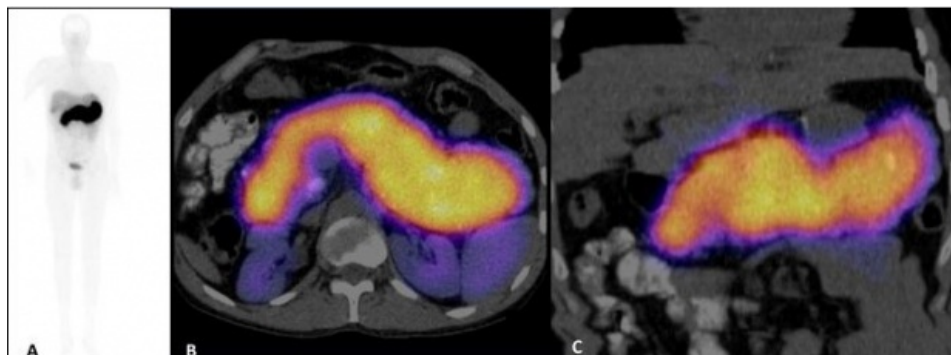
Rastreo de cuerpo entero en proyección anterior (A) y SPECT/CT ^{99m}Tc -HYNIC-Octreotido. (B) Fusión axial y (C) Fusión coronal. Hiper captación generalizada en páncreas.
